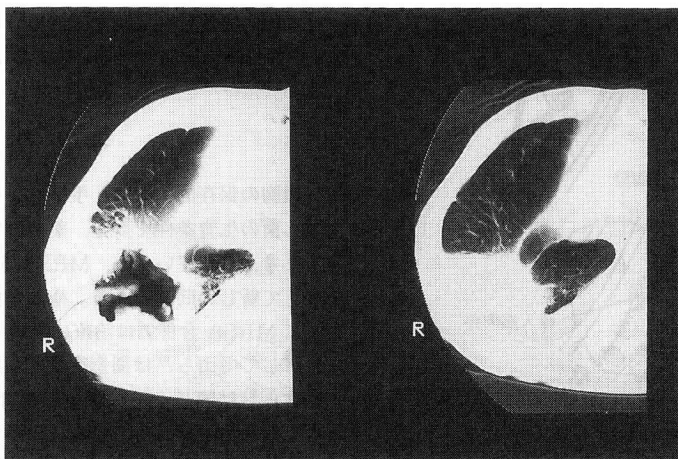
術前(左), 術後(右)の胸部CT像(肺野条件)。術後に肺の再膨張が認められる。
